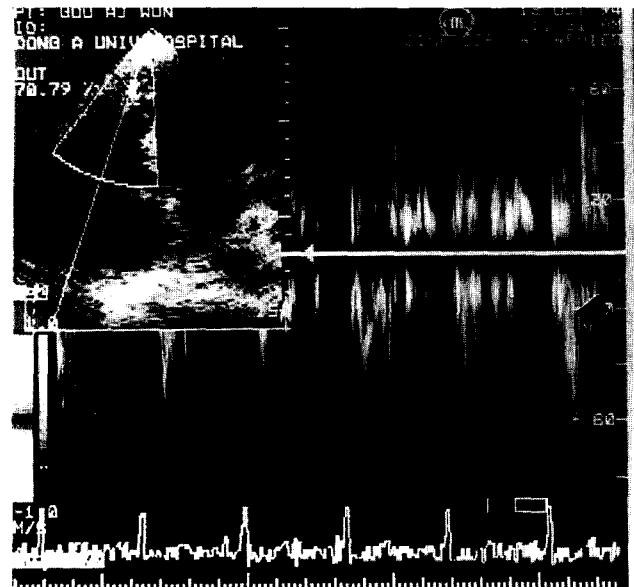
Postoperative echocardiogram shows correction of ventricular septal rupture ( $\square$ ).
